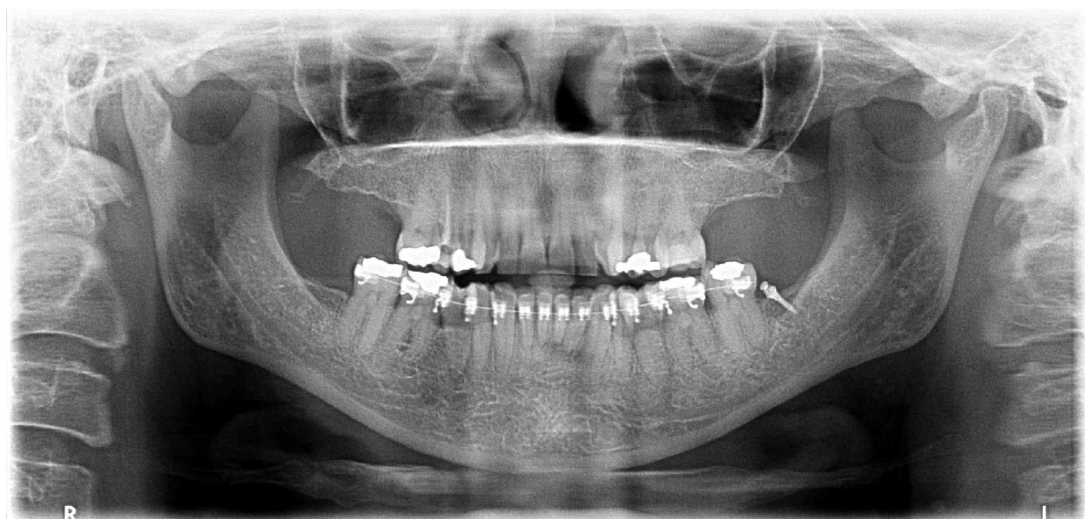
Exemplo de uma Radiografia Panorâmica Dental Digital.
